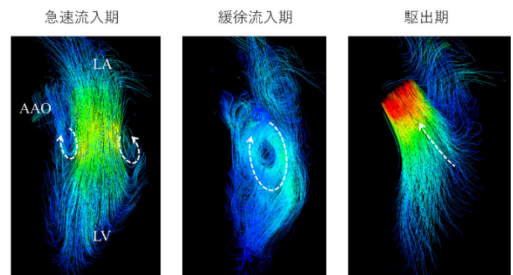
4D Flow MRI により可視化された左心室内血流
